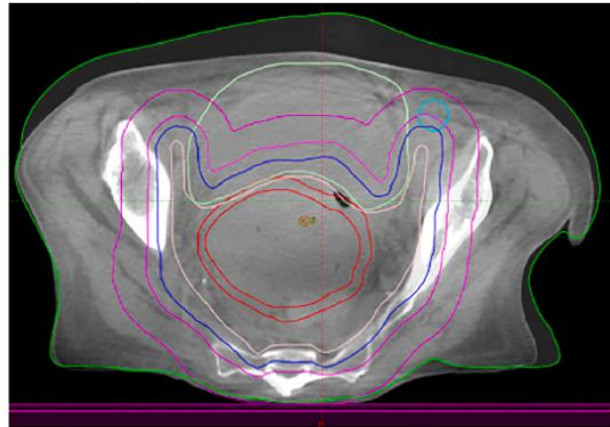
Gewichtsverlust in der ersten Fraktion. Links: Ergebnisse der In-Vivo Software SunCHECK. Rechts: Strukturen des Planungs-CT projiziert auf transversale Ansicht des CBCT (Bossuyt et al. ³).
